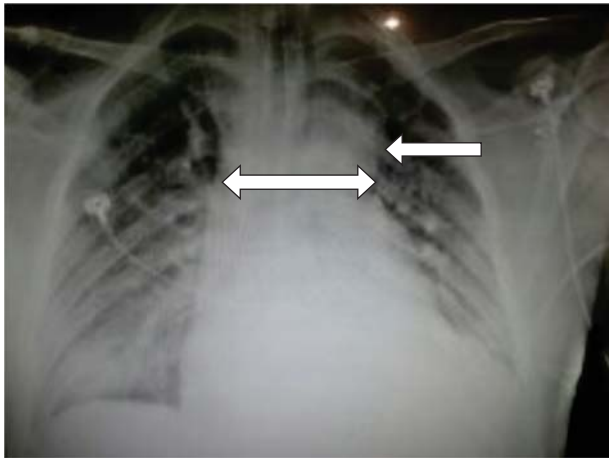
Radiografía de tórax con ensanchamiento del mediastino y dilatación del contorno aórtico.
